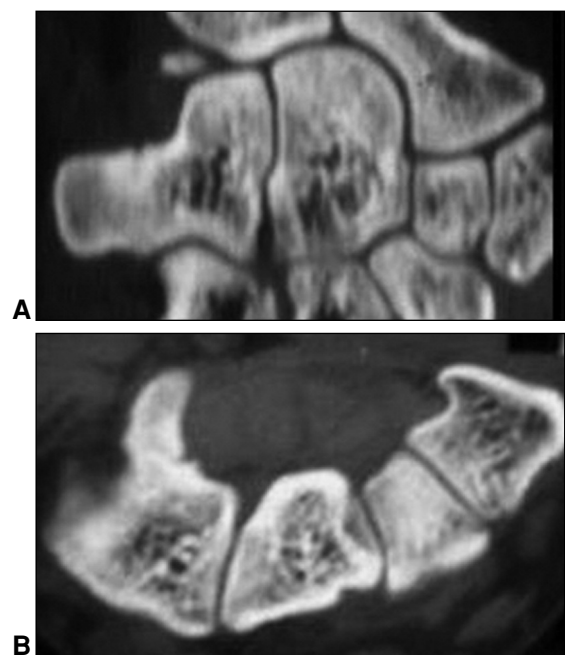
Tomografía computarizada del carpo. Corte cada 2 mm donde se observa un trazo fracturario en la base de la apófisis unciforme. La esclerosis ósea sobre los bordes del trazo confirma la ausencia de consolidación.
